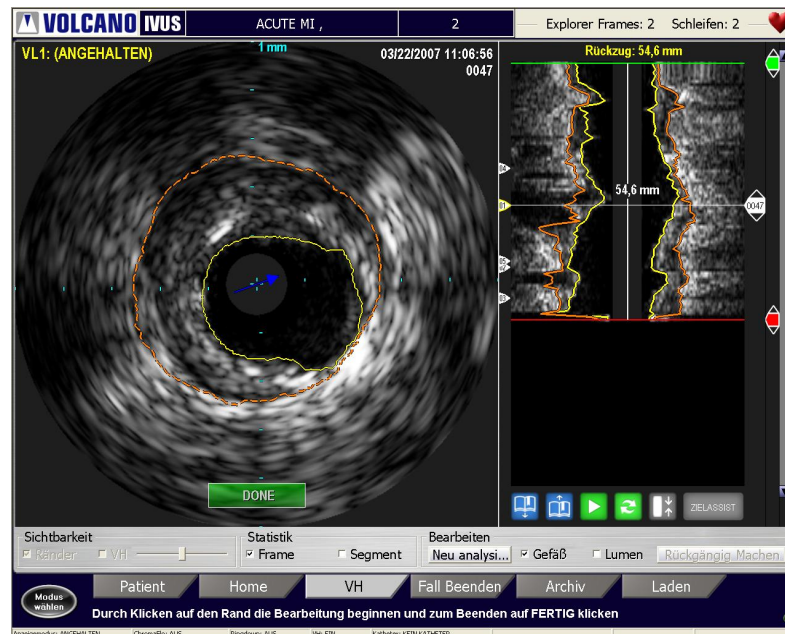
Randbearbeitungsmodus – Tomographische Ansicht
